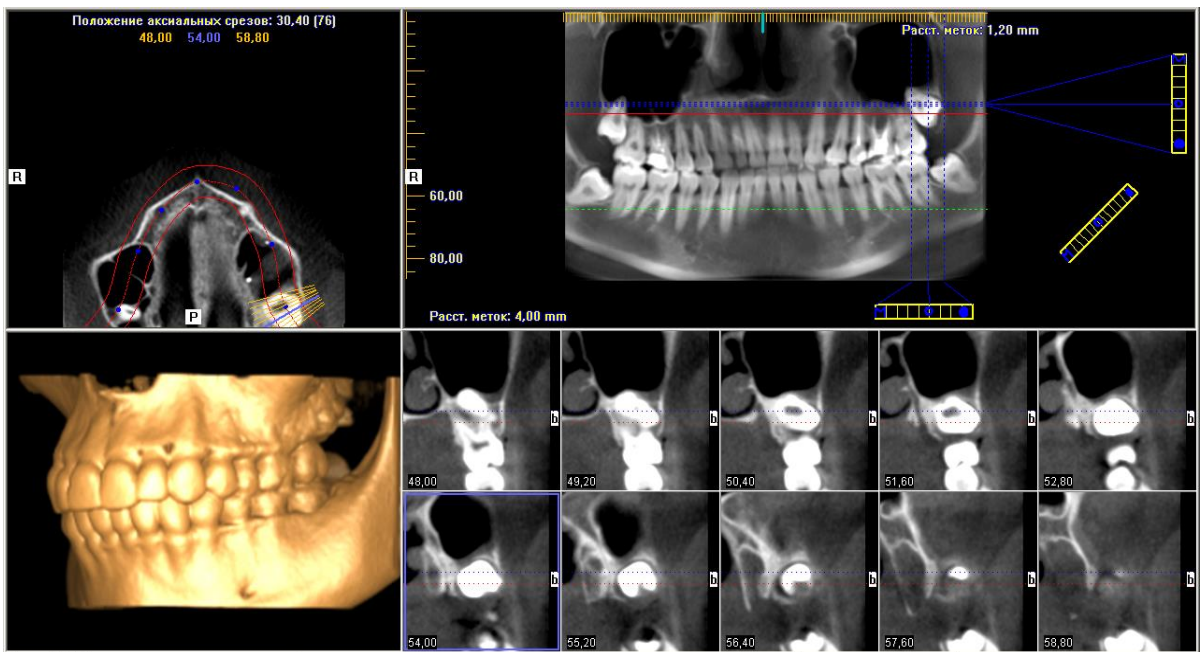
Конусно-лучевая компьютерная томография — ретенция, дистопия зуба 2.8
